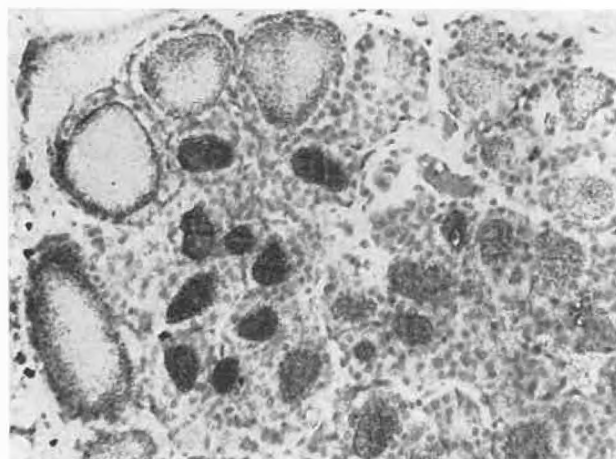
Autoradiographie einer normalen, mit ^{125}I markierten Rattenschilddrüse. Die Abbildung zeigt die verschiedenen Aspekte inhomogener Radiojodverteilung
